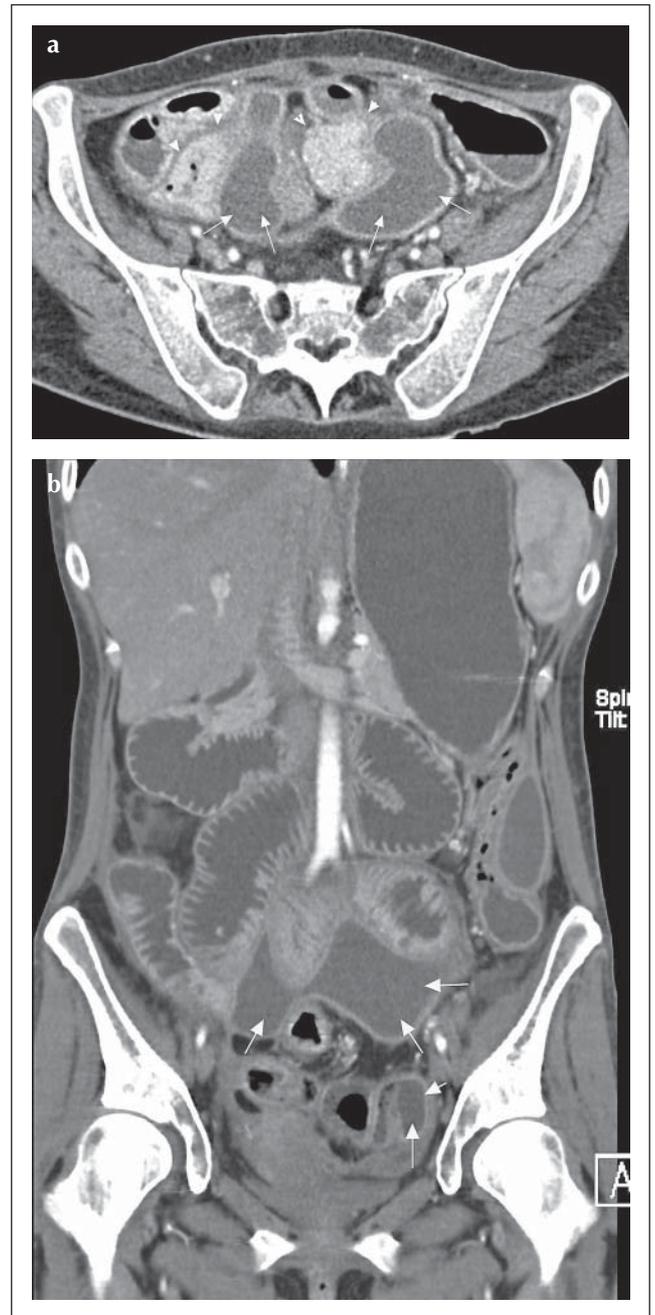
a, b: CT-Enteroklysma einer 41-jährigen Patientin, klinische Zeichen eines akuten Abdomens; axiale und coronale Rekonstruktionen: ausgedehnte, zwischen den Dünndarmschlingen gelegene Abszessbildung mit diskretem Rand-Enhancement (Pfeile), deutlich entzündliche Wandverdickung des terminalen Ileums (Pfeilspitzen).
